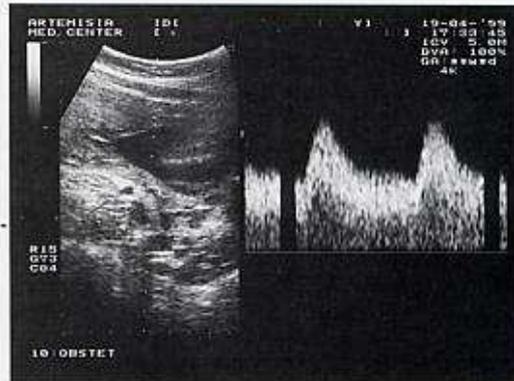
L'esame ecografico mostra come la metodica bidimensionale possa essere di ausilio nel riconoscimento del vaso uterino.
